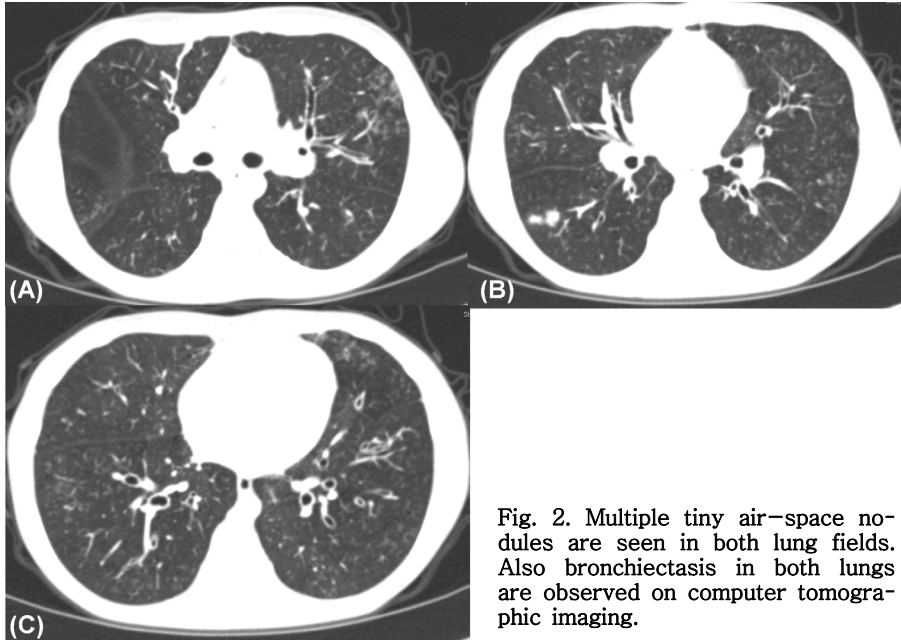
Multiple tiny air-space nodules are seen in both lung fields. Also bronchiectasis in both lungs are observed on computer tomographic imaging.
